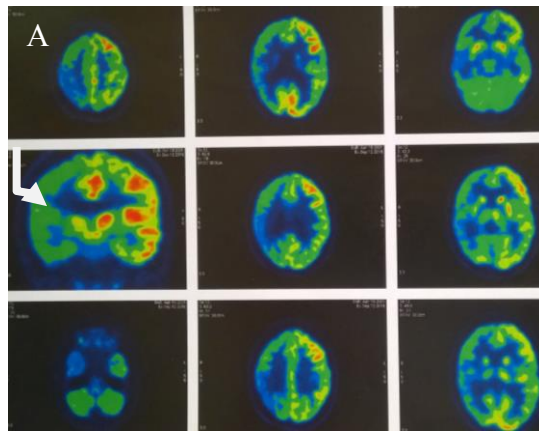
(А) – ПЭТ с глюкозой. Больной П., 9 лет. Ист. б. №3205-10. Гипометаболизм глюкозы в правой лобной, теменной и височной долях при отсутствии структурных изменений на МРТ.
